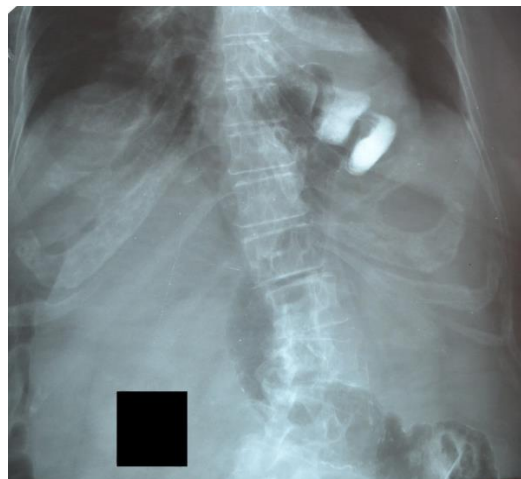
Рентгенограма хворої В., 77р. Петля товстої кишки із залишком контрасту знаходиться у середостінні. Відсутність контрасту у проксимальних відділах товстої кишки
